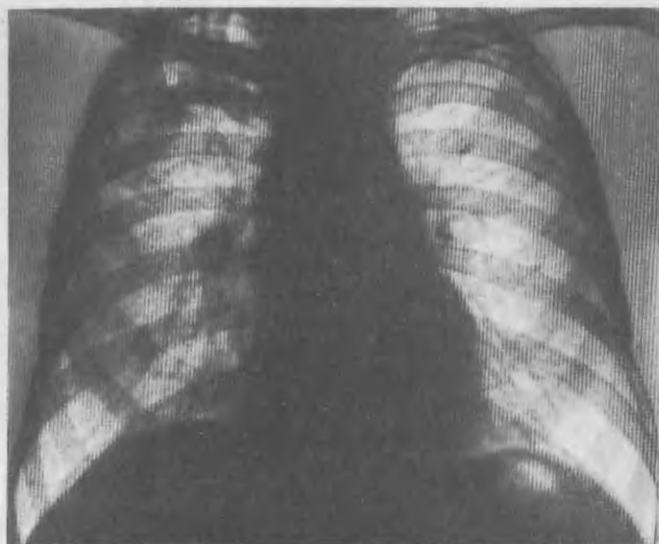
Рентгенограмма легких. Силикоз III стадии (А).
